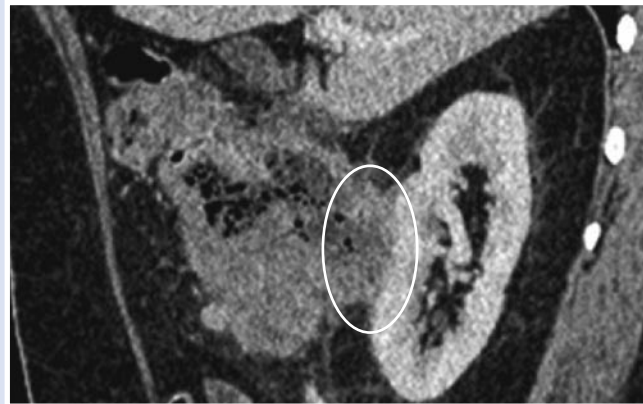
СКТ органов живота в ангиорежиме: инвазия злокачественной опухоли печеночного изгиба ободочной кишки в правую почку.
